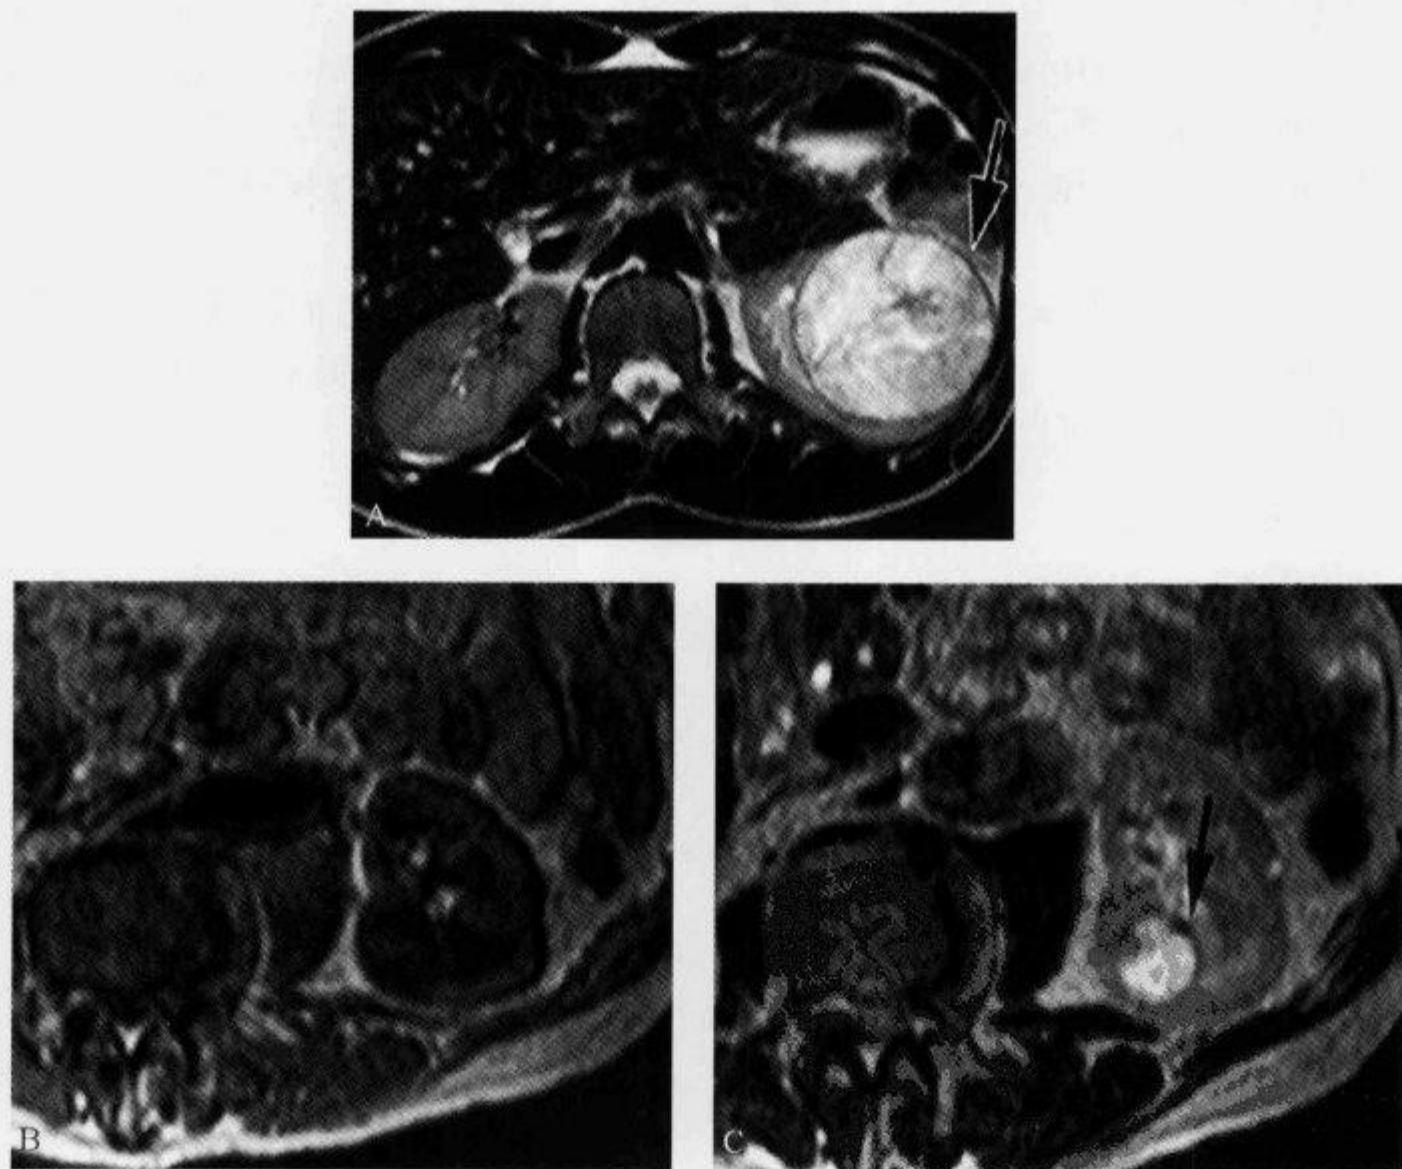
MRI T₂WI 示“假包膜征”
